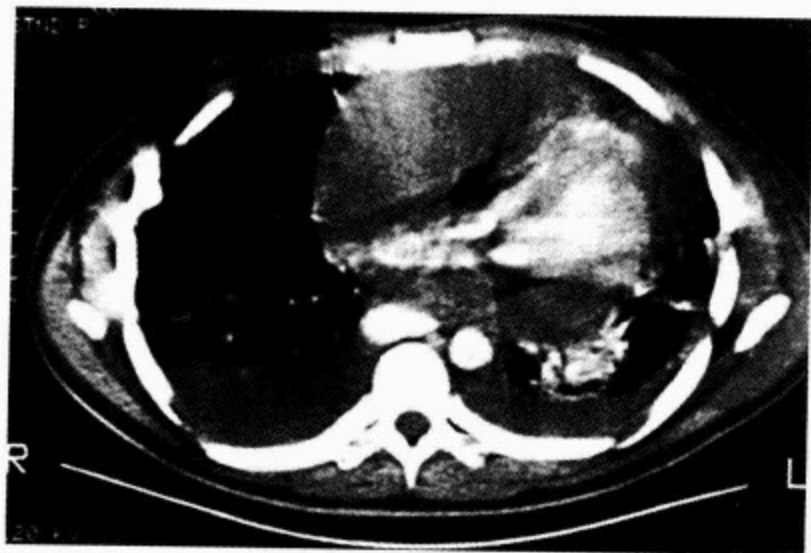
一大量心包积液患者的 CT 扫描成像
